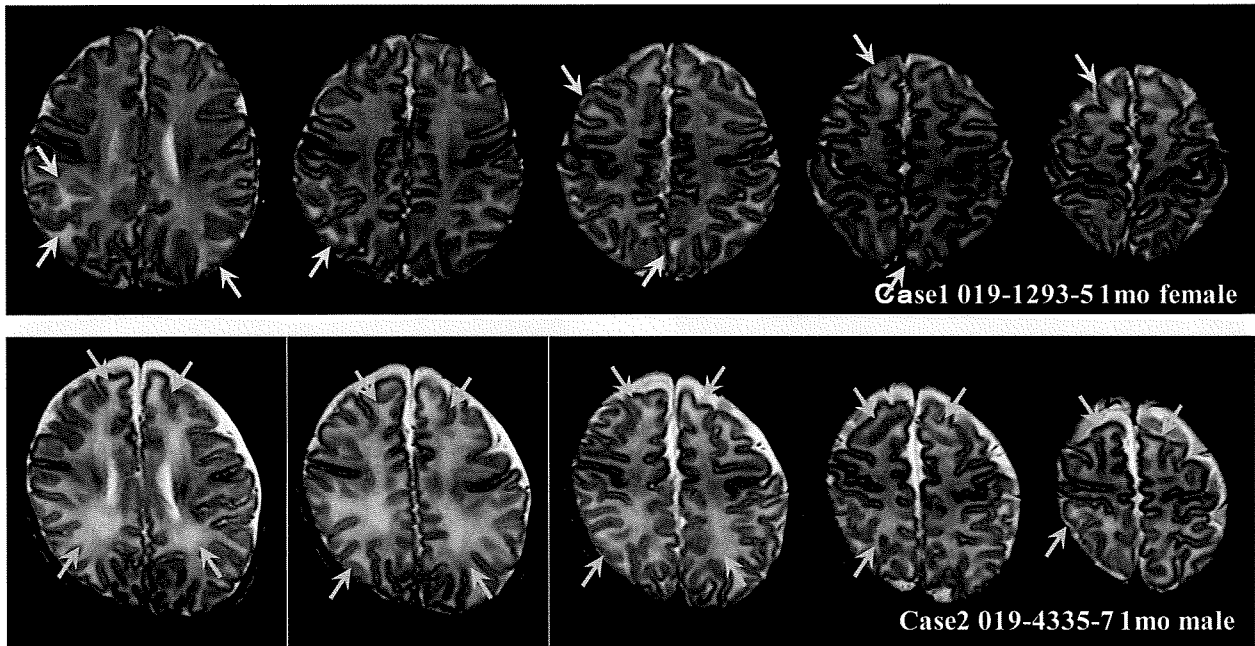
典型的先天性 CMV 感染症の脳 MRI. 脳溝低形成、多小脳回、脳室拡大、脳皮質白質萎縮を呈する.
